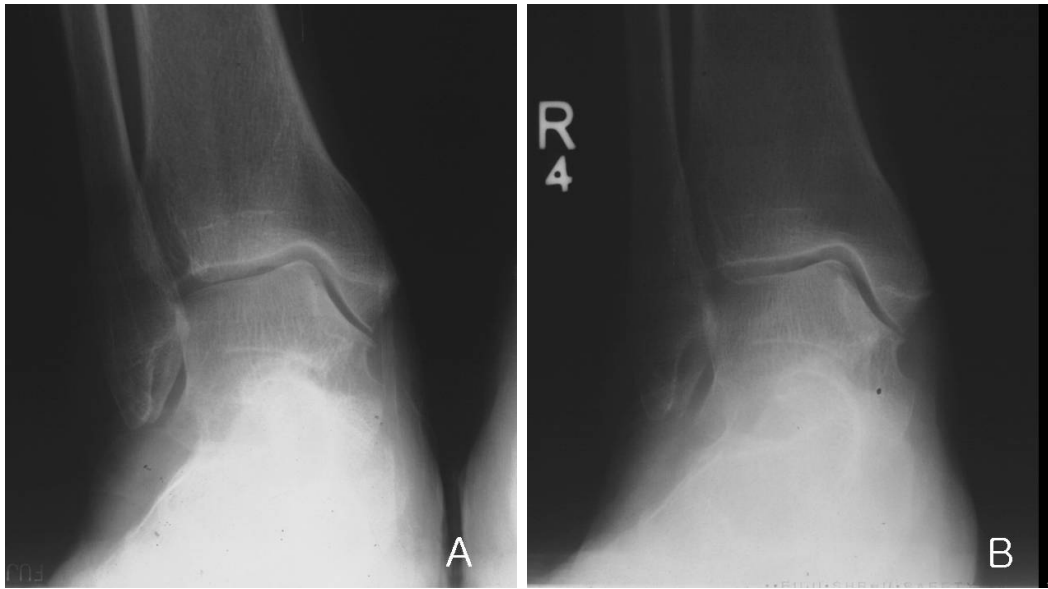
(A) Anteroposterior radiograph of 64 year old female patient's ankle joint before total knee arthroplasty (TKA) procedure. (B) Marginal bony spur was revealed on the lower end of medial malleolus on one year follow-up radiograph after TKA.
